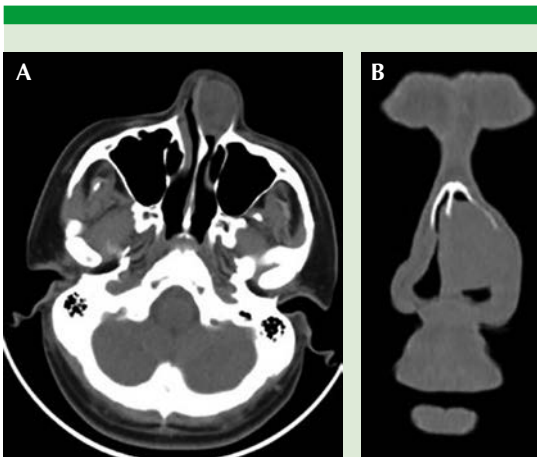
A. Tomografía computada de la cavidad nasal, sin contraste, corte axial. Se observa lesión redondeada, de bordes lisos de densidad homogénea que ocupa la fosa nasal izquierda, bien delimitada. B. Tomografía computada de cavidad nasal, corte coronal. Lesión homogénea que ocupa la fosa nasal izquierda, de bordes regulares.
